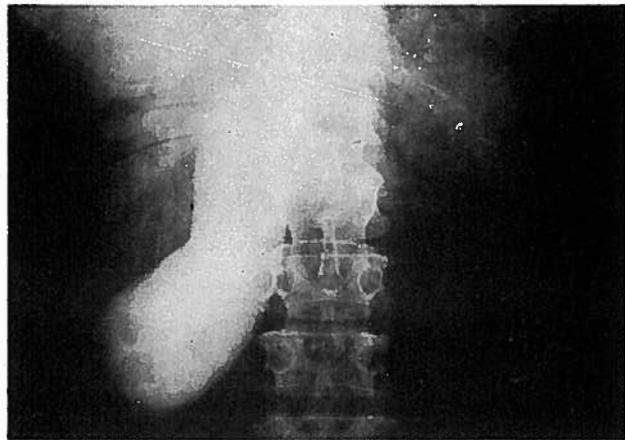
«Vesícula de Courvoisier» com imagens de litíase (mesmo caso), Radiografia 2 horas depois da injeção do contraste.
